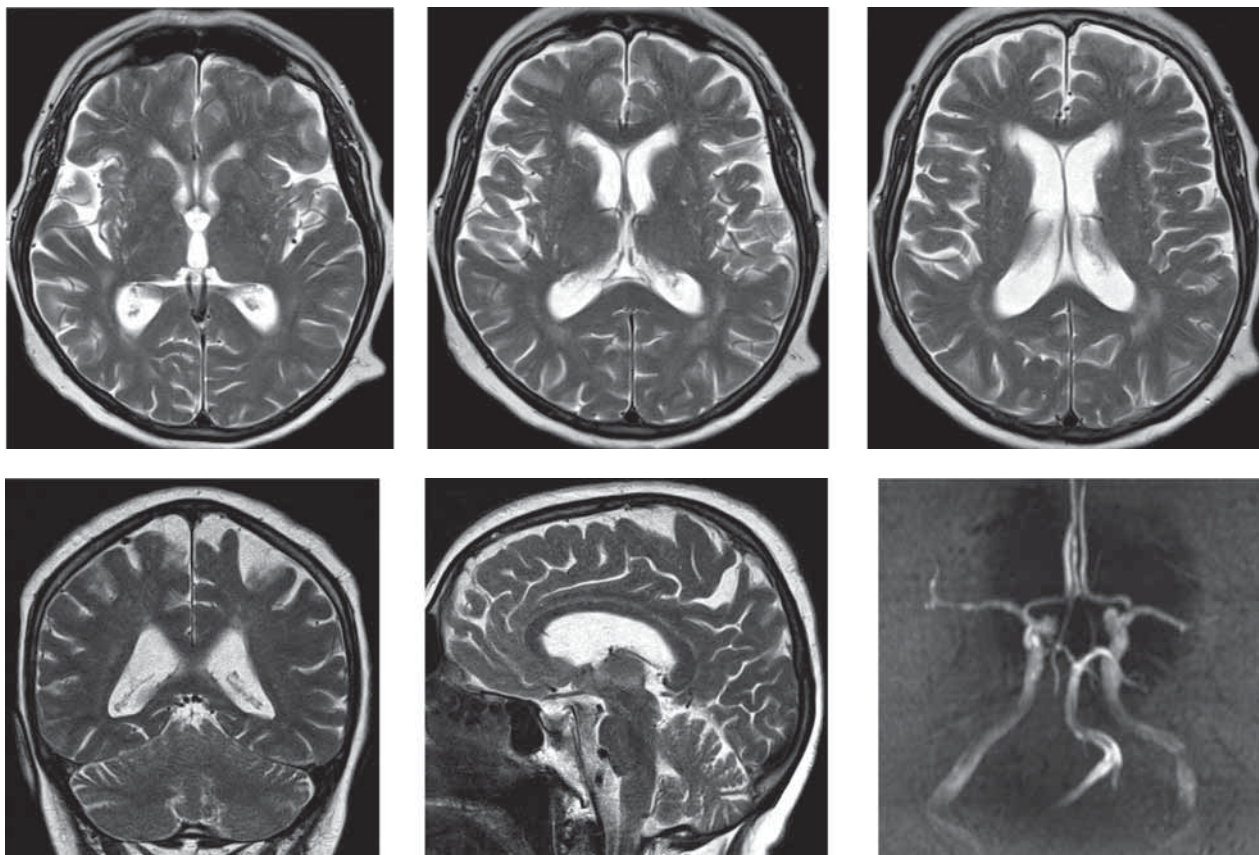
Результаты магнитно-резонансной томографии головного мозга и бесконтрастной магнитно-резонансной ангиографии сосудов головного мозга в послеоперационном периоде
